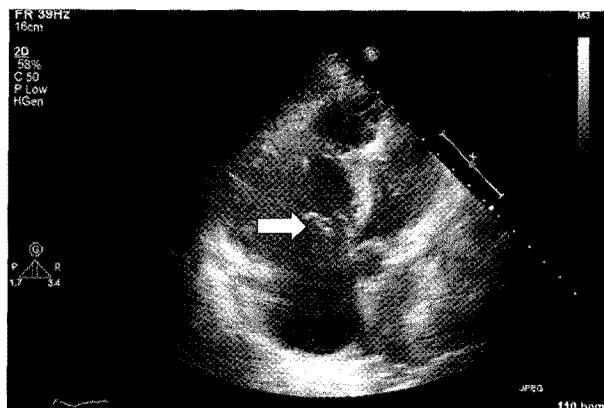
Preoperative echocardiogram shows flail anterior leaflet of tricuspid valve (arrow).
